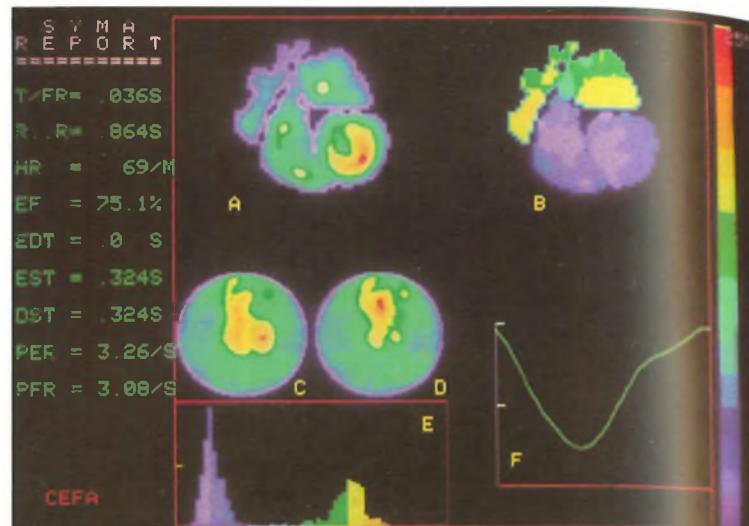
Angiocardioscintigrafia all'equilibrio: esame normale. A) Immagine di ampiezza; B) immagine di fase; C) immagine telediastolica; D) immagine telesistolica; E) distribuzione dei valori di fase; F) curva del volume ventricolare (T/FR = tempo di campionamento; R.R. = durata del ciclo cardiaco; HR = frequenza cardiaca; EF = frazione di eiezione; EDT = tempo dell'immagine telediastolica; EST = durata della sistole; DST = tempo della telesistole; PER = velocità massima di eiezione; PFR = velocità massima di riempimento).
